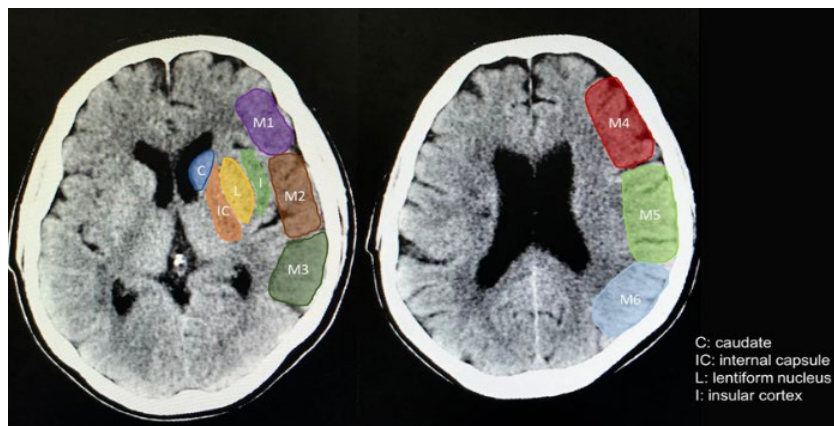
Non-Contrast Computed Tomography of The Brain Assessment Using ASPECTS
